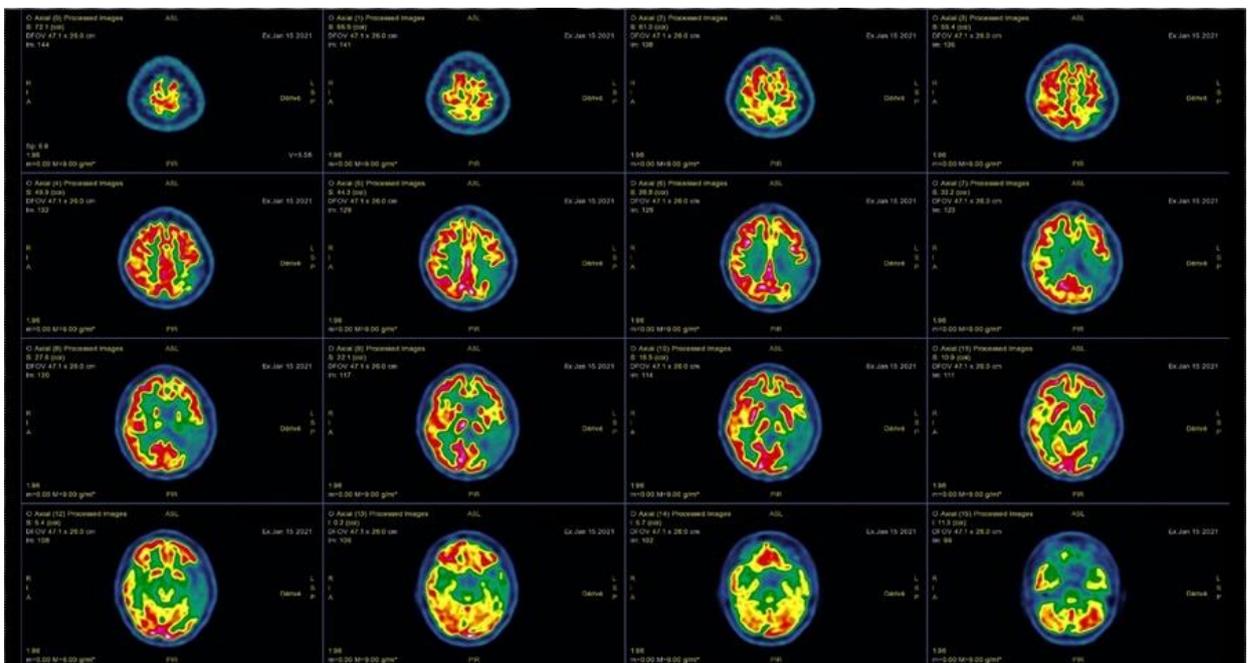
TEP-FDG cérébrale post-OHB
